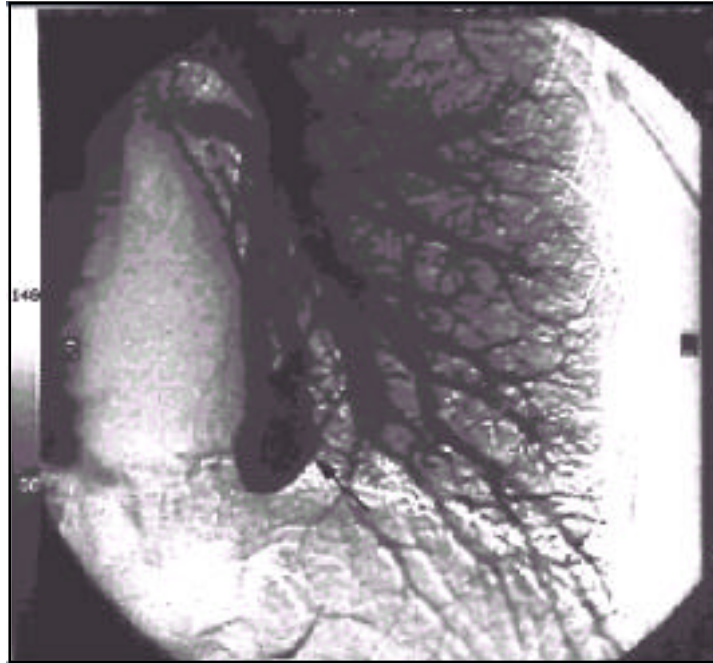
DIVAS arterial que muestra la existencia de una fistula arterio-venosa pulmonar como causa de ShDI, sospechada por la existencia de un shunt masivo de aparición tardía en el estudio Doppler transcraneal.
